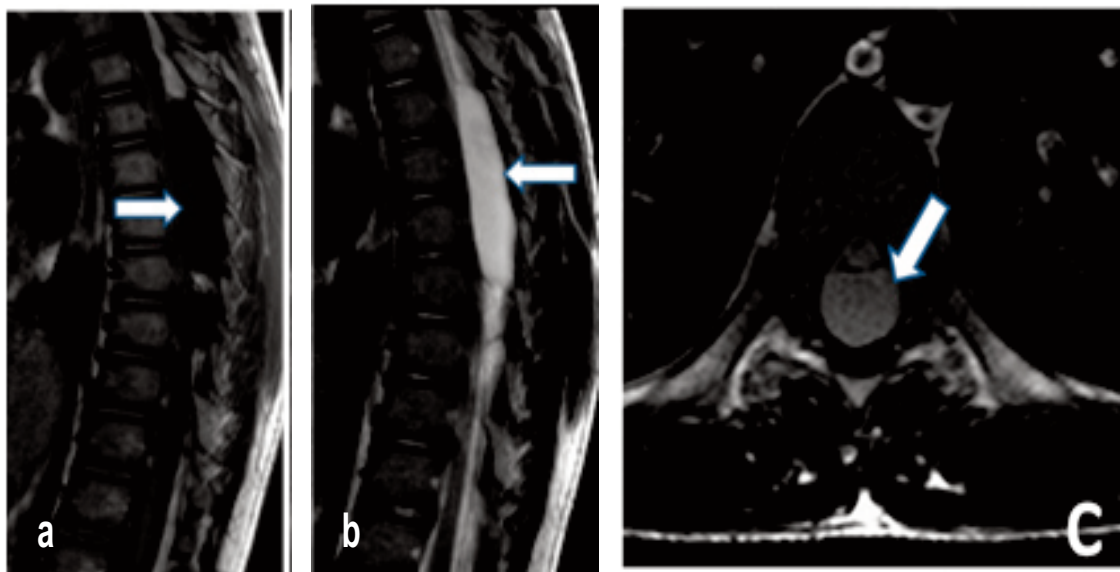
IRM médullaire thoracique en coupe sagittal en Séquence T1 (A) et séquence T2 (B) et axial (C) montrant le Kyste arachnoïdien (flèche blanche).
